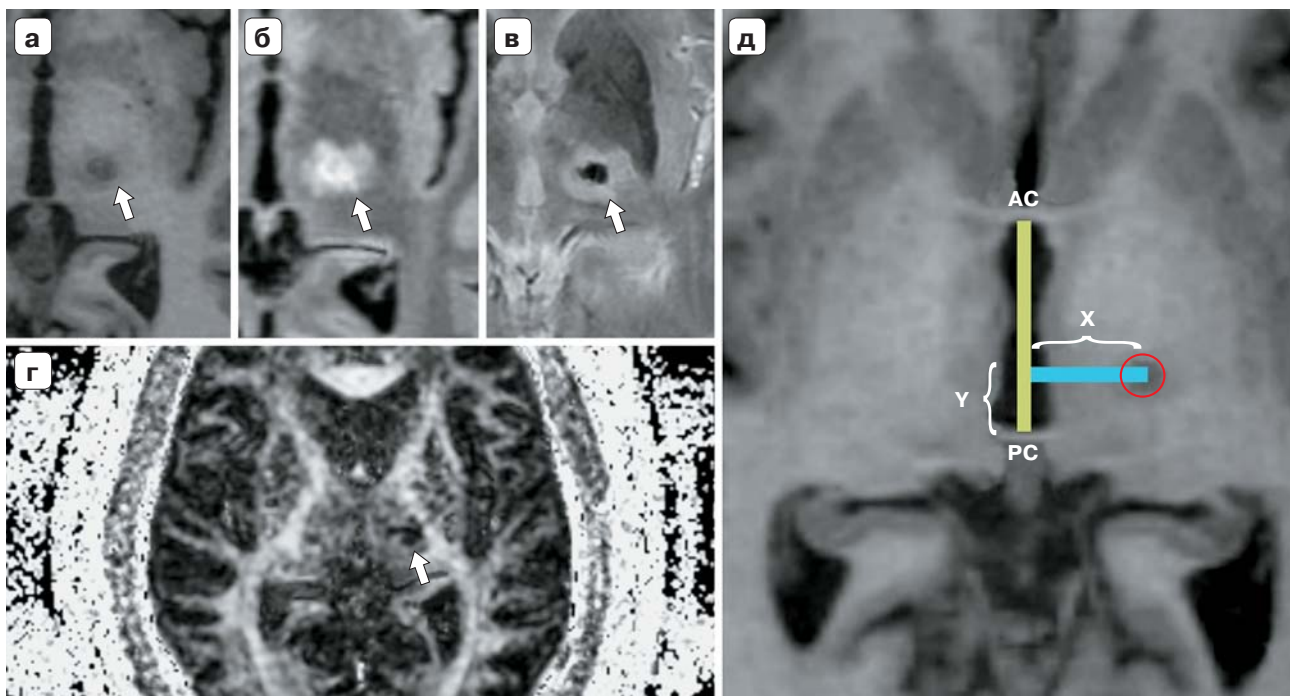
МР-томограммы, полученные через сутки после ФУЗ-таламотомии. а – T1ВИ; б – T2-FLAIR; в – SWAN; г – карта ФА; д – схематичное изображение локализации “ядра” деструкции (обведен красным), где АС – передняя комиссура, РС – задняя комиссура, x и y – расстояния, используемые для расчетов. Стрелкой указан очаг деструкции.
